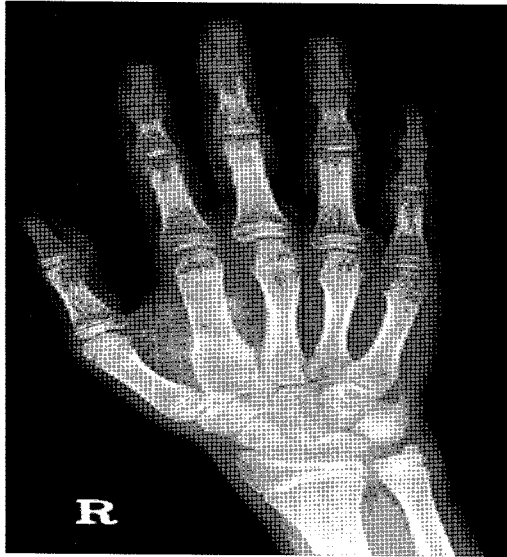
Plain radiograph of right hand shows expansion of medullary cavity with osteolytic lesion of ground glass opacity and slight cortical thinning in the 2nd metacarpal bone representing of fibrous dysplasia. A linear radiolucent line within the lesion indicates pathologic fracture.
